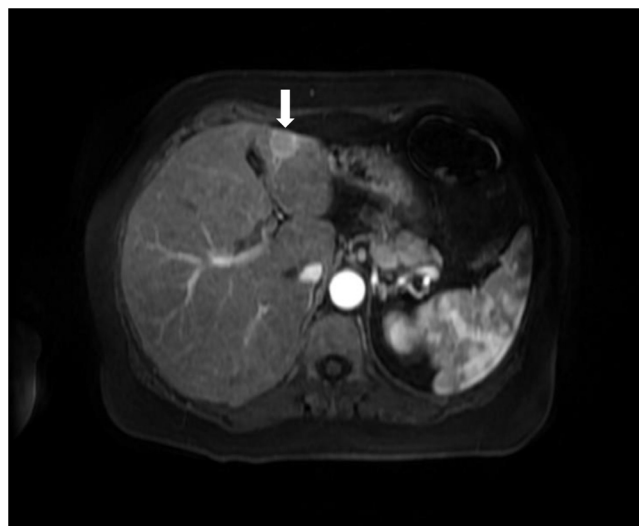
RMN. Imagen de estudio dinámico tras administración de contraste intravenoso que evidencia lesión focal (flecha) en la unión de segmento II y III, de 18 mm, hipervascular, sin lavado aparente en fase portal.
